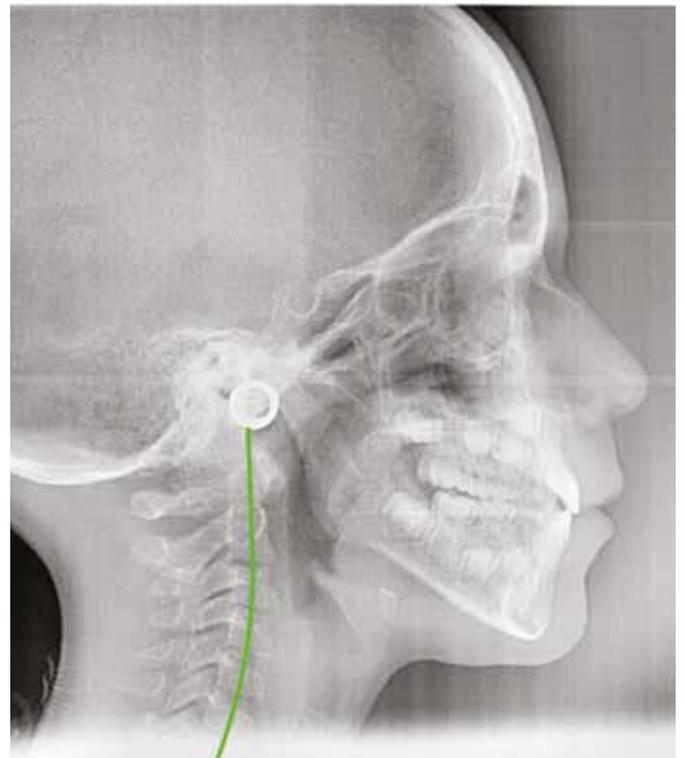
Teleradiografia ad 1 anno di terapia con evidente recupero della curva cervicale e ripristino dei corretti rapporti basali
